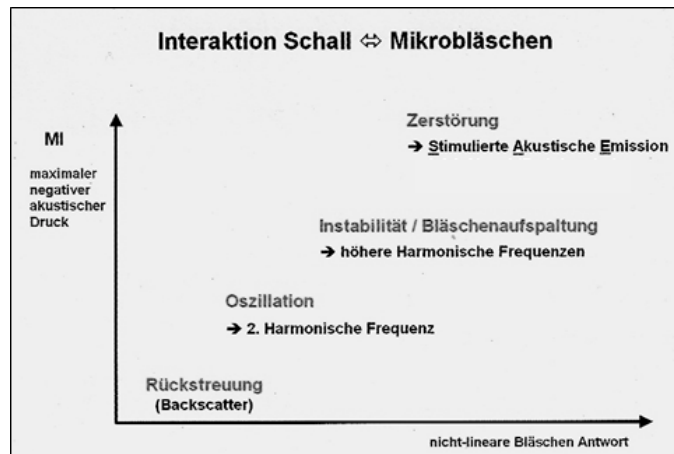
Verhalten der Mikrobubbles in Abhängigkeit vom Schalldruck: In erster Linie ist das Verhalten der Mikrobubbles vom Schalldruck (MI-Wert) abhängig. Bei geringem Schalldruck streuen die Mikrobubbles das eingestrahlte Signal passiv zurück. Bei etwas höherem Schalldruck beginnen die Bläschen in ihrer Resonanzfrequenz zu schwingen und es entstehen harmonische Frequenzanteile. Ab einer gewissen Höhe des Schalldrucks schwingen die Mikrobubbles so stark, dass es zum Aufbrechen der Hülle kommt und das Gas entweicht (Görg, 2006).
